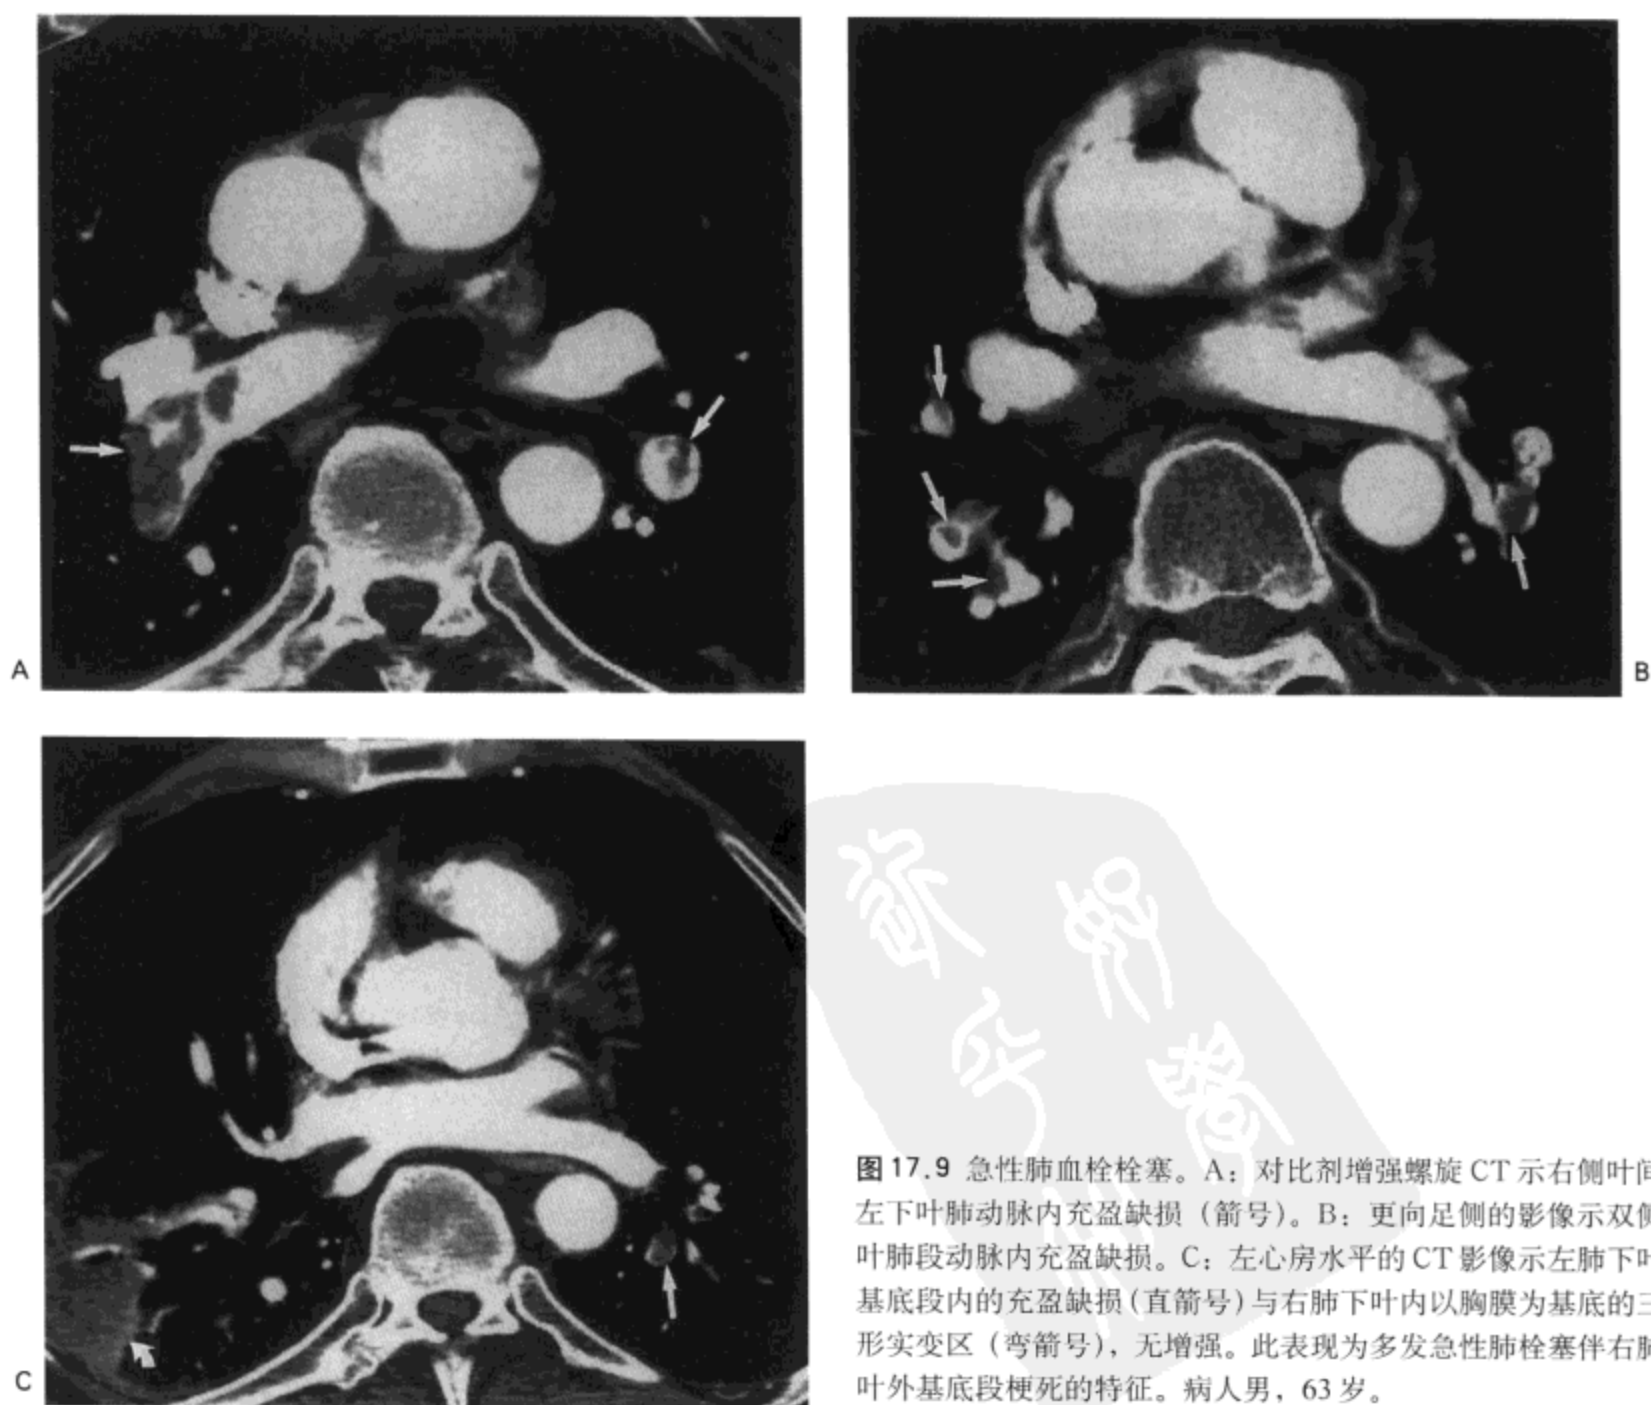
急性肺血栓栓塞。A：对比剂增强螺旋CT示右侧叶间与左下叶肺动脉内充盈缺损（箭号）。B：更向足侧的影像示双侧下叶肺段动脉内充盈缺损。C：左心房水平的CT影像示左肺下叶后基底段内的充盈缺损（直箭号）与右肺下叶内以胸膜为基底的三角形实变区（弯箭号），无增强。此表现为多发急性肺栓塞伴右肺下叶外基底段梗死的特征。病人男，63岁。
